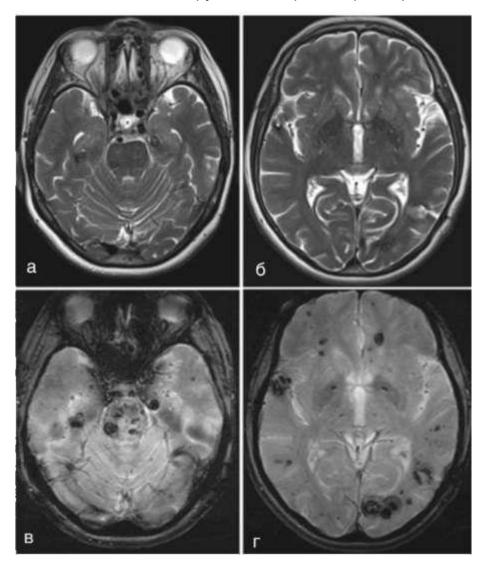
Множественные наследственные сосудистые мальформации головного мозга при магнитно-резонансной томографии в разных режимах: а, 6 - режим T_2 ; в, r - режим SWI. Объяснения в тексте
